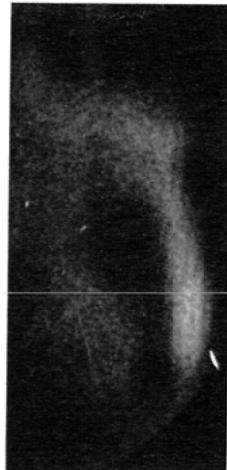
Clinical Compton radiography (3). S.W., male, 68 y.o.a. Right cancerous pleurisy with effusion. A and B are longitudinal Compton-scintigrams taken at different depths: In A, the right chest full of pleuritic effusion was clearly delineated but with ambiguous "hollow" mediastinum. Inadequate irradiation and culminating attenuation by absorption are suggested. In B, the left lung space was reduced and the heart image enlarged. Thus, the Compton scintigrams taken in this way were apparently tomograms.
